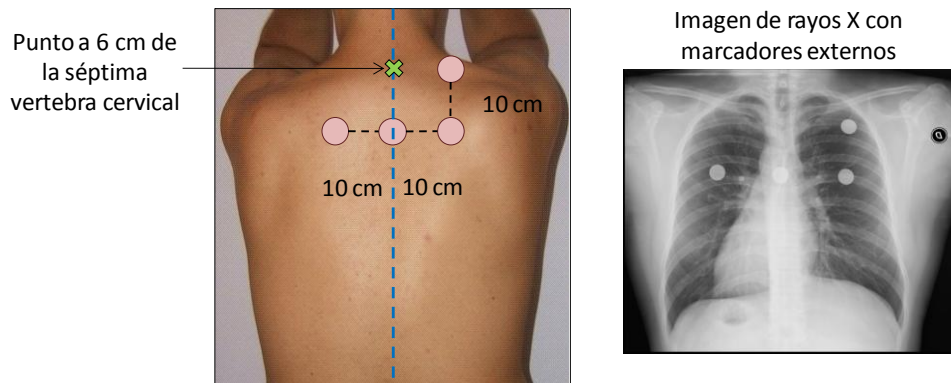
Marcadores externos colocados y radiografía obtenida.
